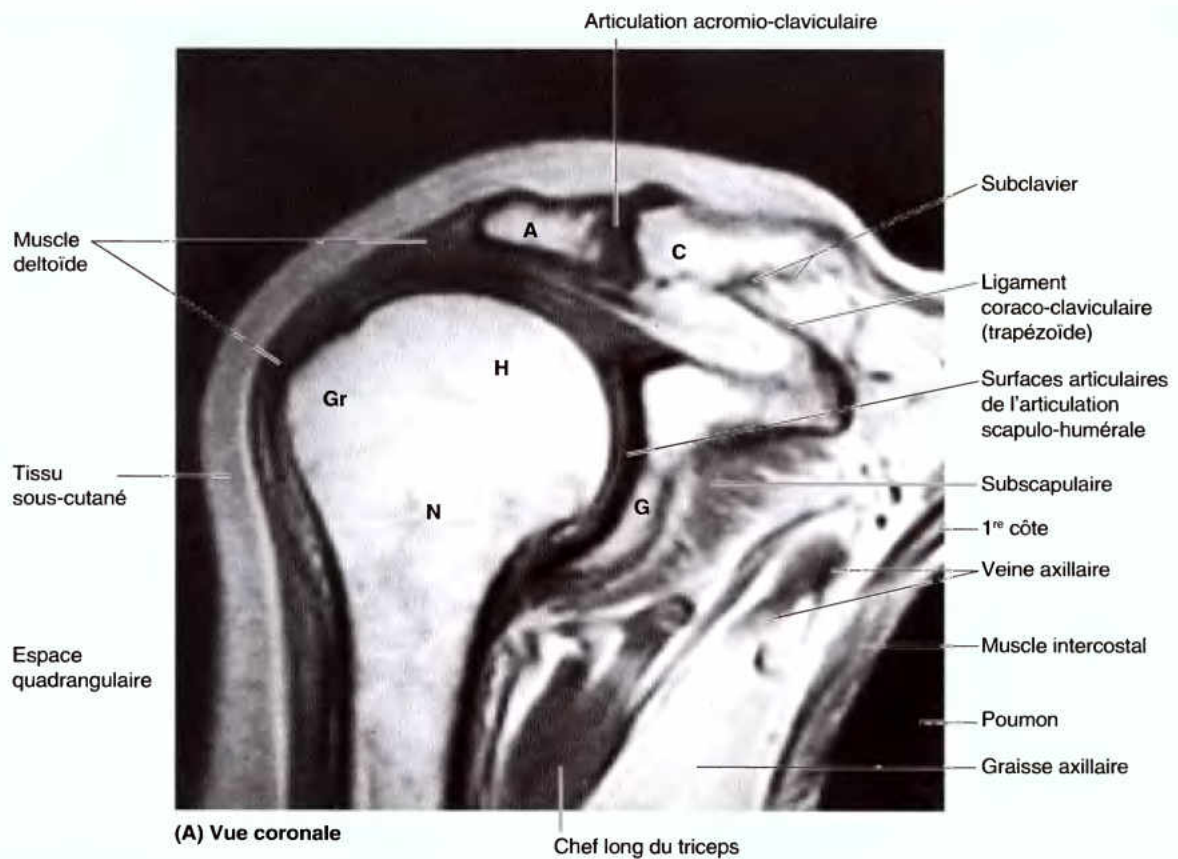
Etudes IRM du membre supérieur. A. Articulations scapulo-humérale et acromioclaviculaire. Les parties « blanches » (signal intense) des os identifiés correspondent à la matrice graisseuse de l'os spongieux ; les fins contours noirs (absence de signal) sont de l'os compact qui forme leurs faces externes. A, acromion ; C, clavicule ; G, cavité glénoïdale ; Gr, tubercule majeur de l'humérus ; H, tête de l'humérus ; N, col de l'humérus. B. Région du coude.
